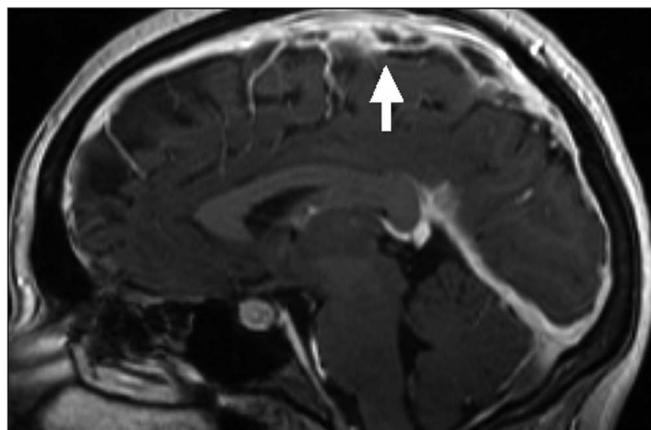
Resonancia magnética cerebral. Secuencia 3D (FFET1) con contraste endovenoso. Corte sagital, con visión en línea media. Aumento de grosor e hipercaptación de las meninges de forma difusa. Seno venoso sagital con aumento de calibre. Defectos de forma discontinua de unos 8 cm de longitud y con múltiples defectos de repleción en su interior, sugestivos de trombosis. Aumento de intensidad de señal que puede corresponder tanto a afectación encefalítica como a la alteración del drenaje venoso cerebral (isquemia cortical).
